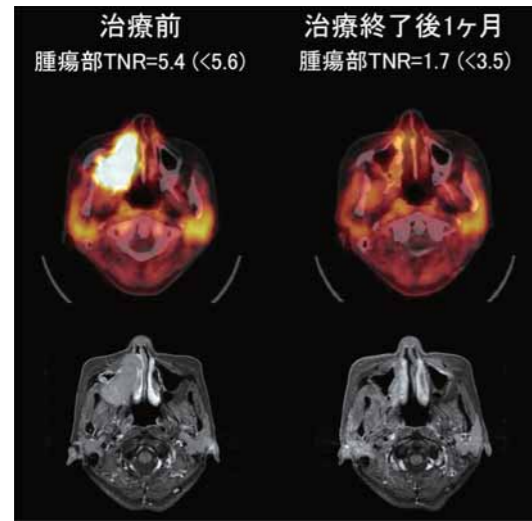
$^{11}\text{C}$ -メチオニンPETによる重粒子線治療効果判定
